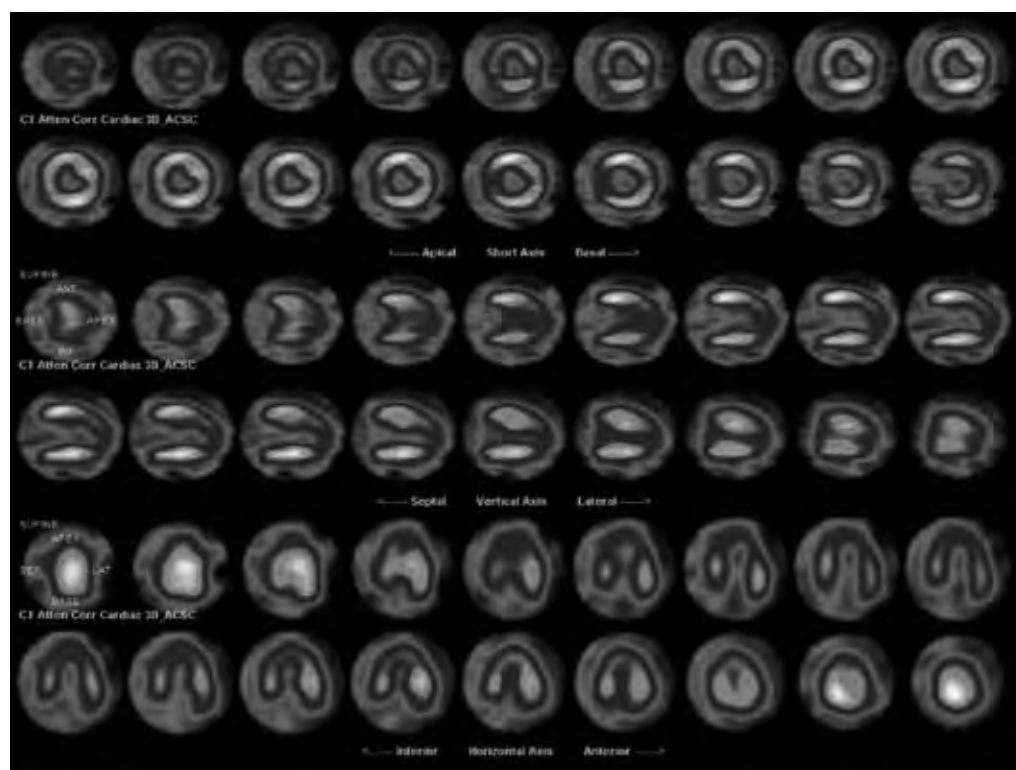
Lo studio PET è stato acquisito a 45 minuti dalla somministrazione e.v. di 356 MBq di ^{18}F -FDG dopo carico glicemico/insulinemico con tomografo PET/CT Discovery-690. L'esame ha evidenziato limitata area di ipometabolismo glucidico in sede apicale con vitalità sostanzialmente conservata a livello di tutti i segmenti cardiaci esplorati.
